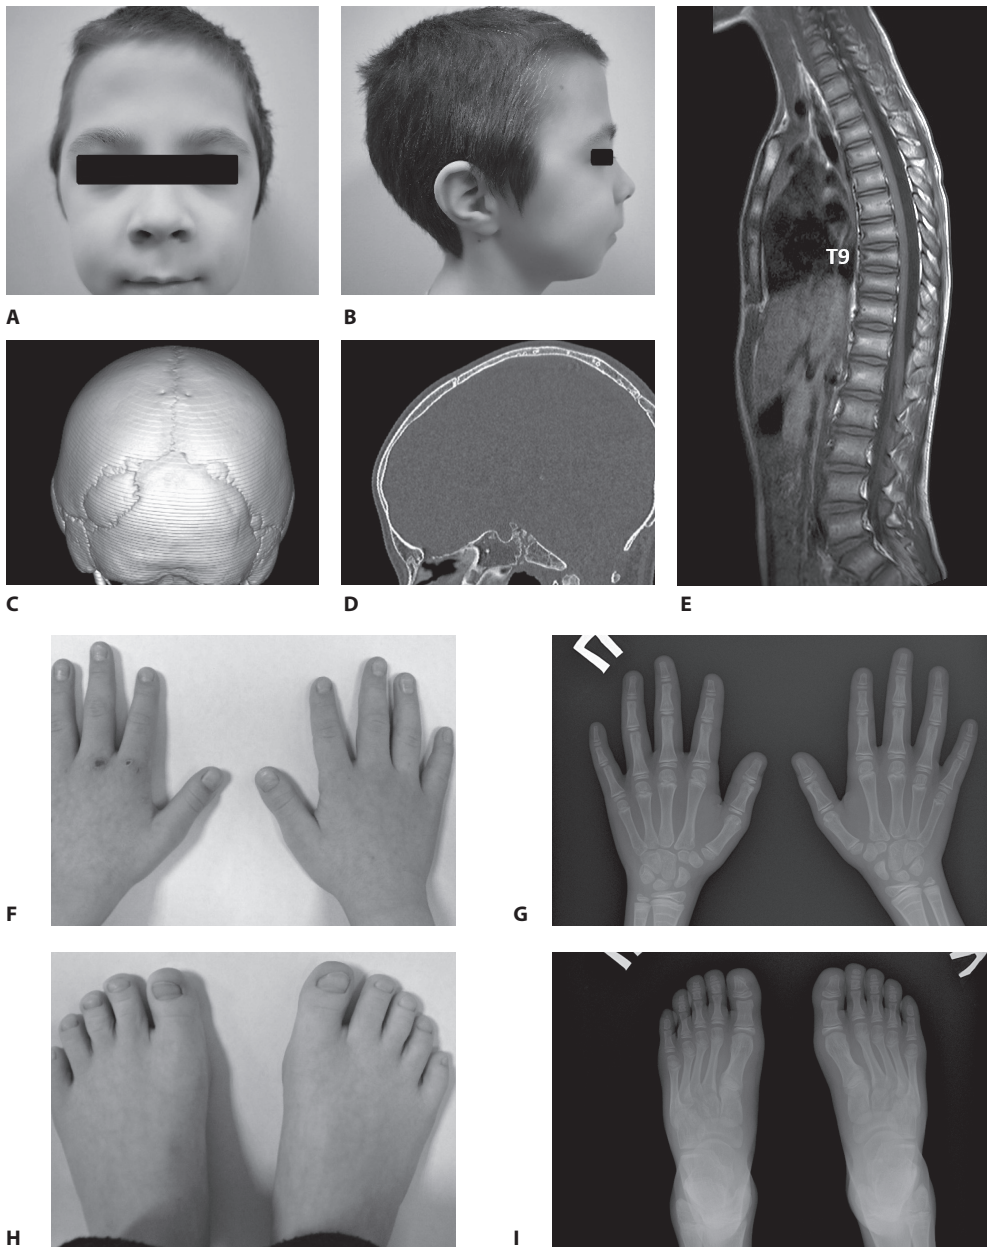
Данные медицинского обследования пробанда в возрасте 11 лет 4 месяцев (описание в тексте): А, В – черты лица пробанда (фото предоставлено законным представителем пациента); С, D – КТ-сканы черепа; E – МРТ-скан грудного и поясничного отделов позвоночника; F, G – фото и рентгенограмма кистей; H, I – фото и рентгенограмма стоп
